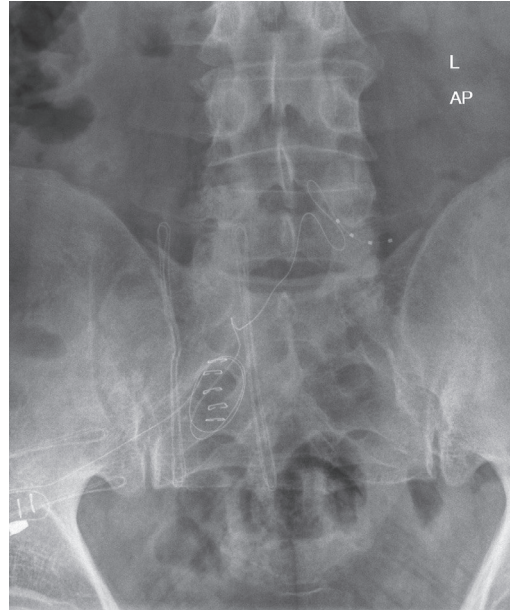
Röntgenkontrolle – A.p.-Bild: Eine vierpolige DRG (Dorsal-Root-Ganglion-Stimulation)-Elektrode (L5 links) bei Patient mit Fußschmerzen
